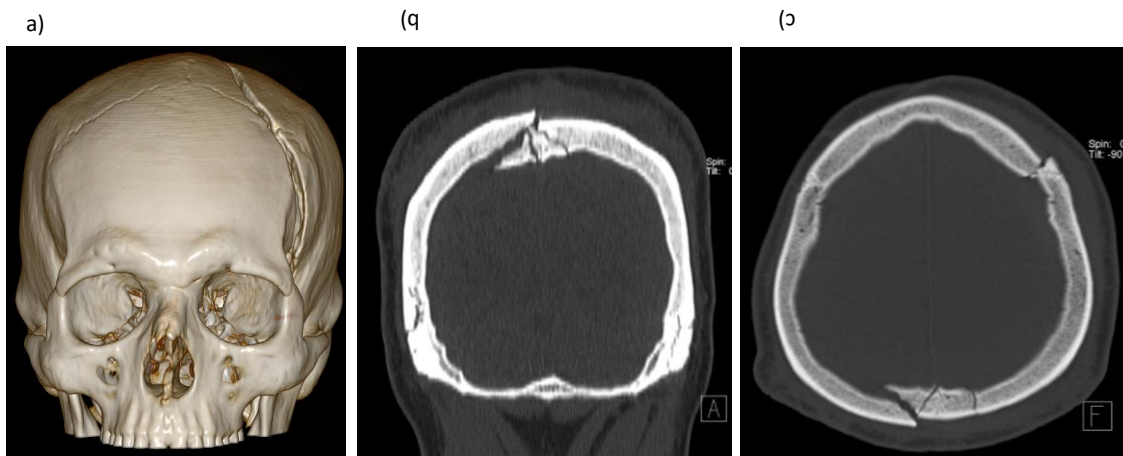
Paciente masculino de 53 años con diagnóstico de TCE leve. a) Reconstrucción 3D donde se observa trazo de fractura frontoparietal izquierda. b) tomografía de cráneo en corte coronal y c) axial en ventana ósea donde se aprecia fractura fragmentada y con hundimiento. Cortesía del departamento de Imagenología del Hospital General de Mexicali.
